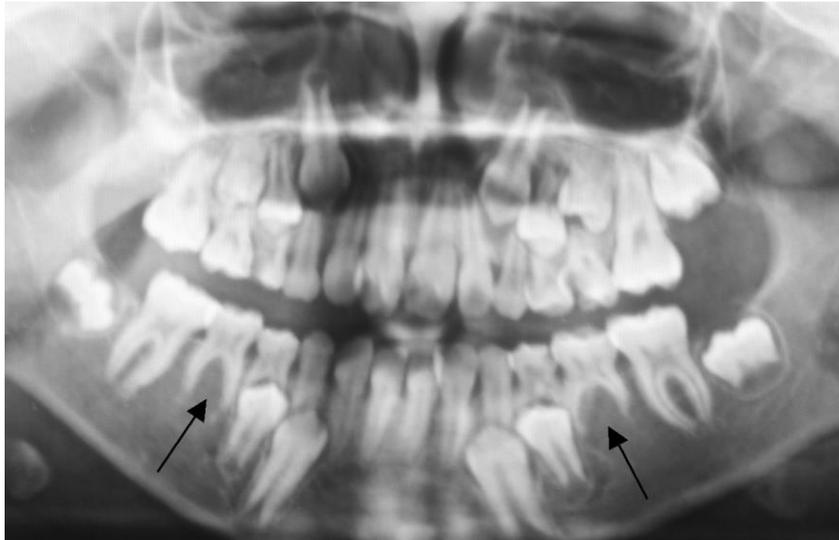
Ortopantomografía de paciente femenino de ocho años de edad con hipodondia de los segundos premolares inferiores. ⁴³
